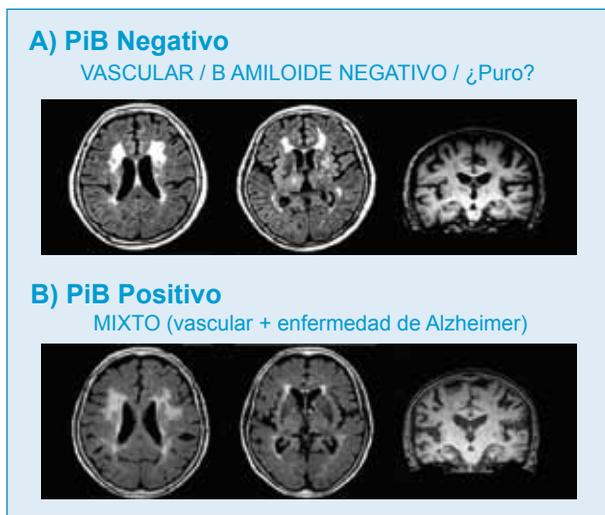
Identificación de la demencia vascular subcortical pura con C-PiB (*Pittsburgh compound B*). Casos representativos de PET con PiB. Fuente: Identification of pure subcortical vascular dementia using 11C-Pittsburgh compound B. Lee et al., *Neurology* 77:18-25, 2011.
